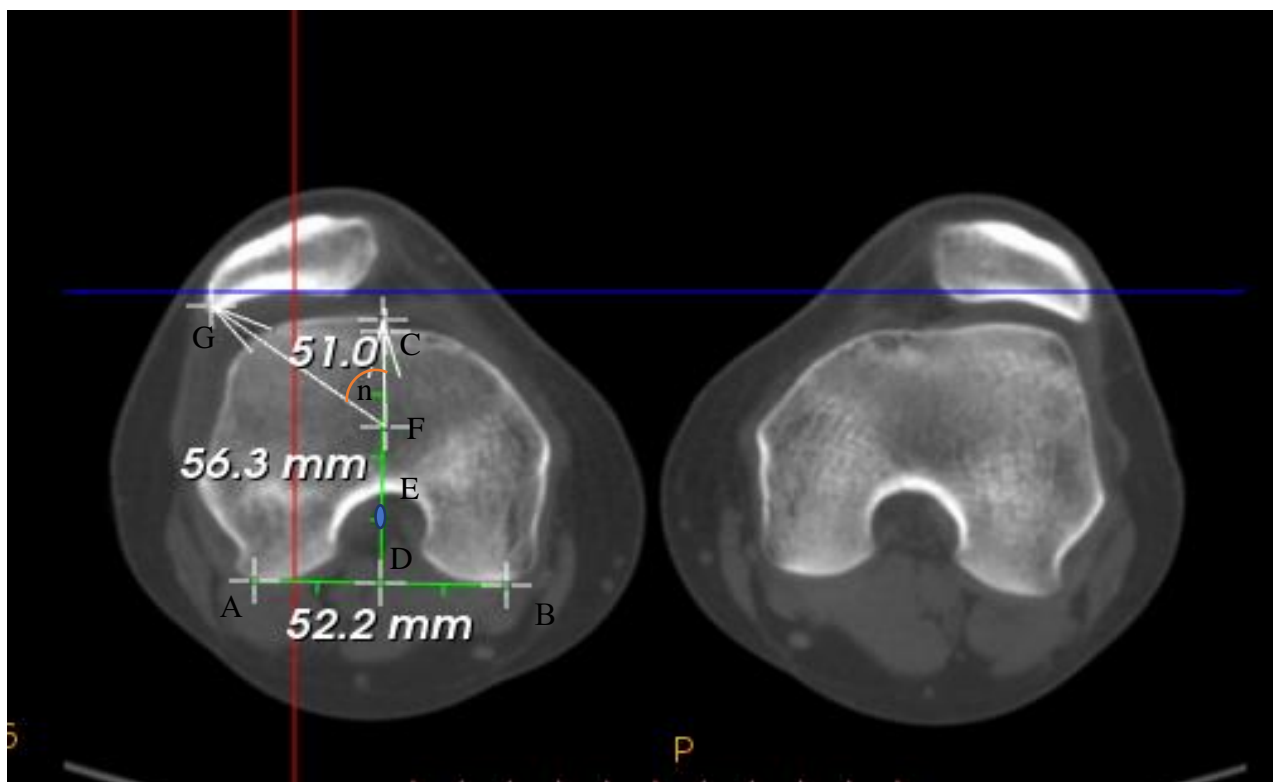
Компьютерная томограмма левого коленного сустава пациента П, 14 лет, аксиальная проекция, расчет угла латерализации надколенника: чрезмыщелковая линия АВ, которая проведена через вершины задних отделов бедренной кости; поперечная линия CD, проведенная через межмыщелковую борозду до центра чрезмыщелковой линии; бедренный отрезок CE, который отмечают на поперечной линии CD между передним и задним краями бедренной кости; надколенниковая линия GF, проведенная от точки F в центре бедренного отрезка CE до точки G; угол α – угол латерализации надколенника.
